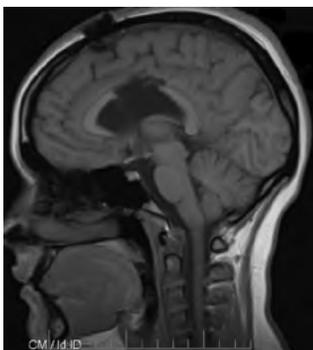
МРТ головного мозга пациентки И. после резекции ГГ
